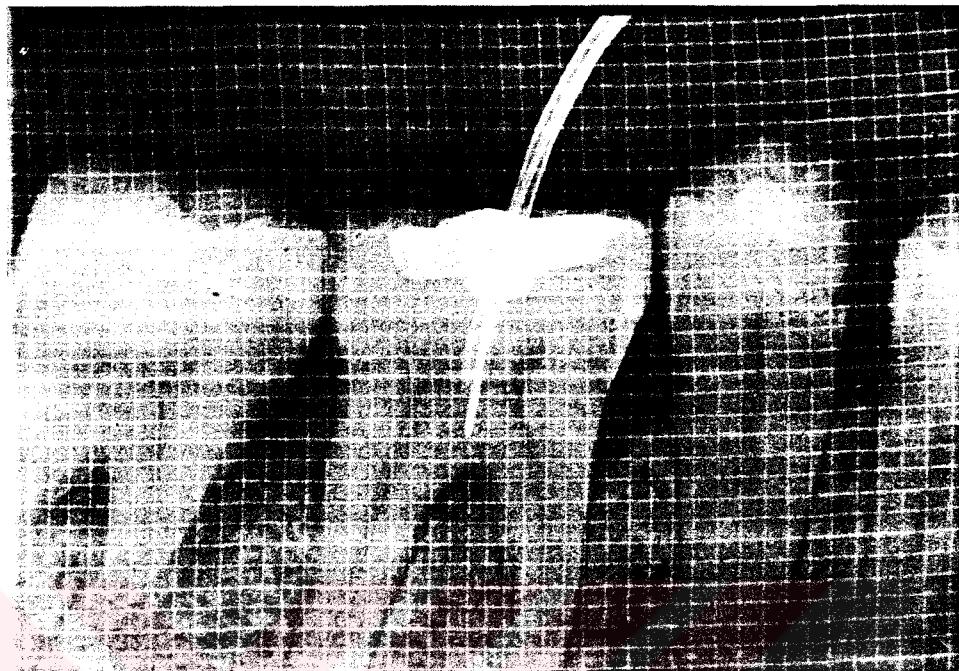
b: Kemik grafted grubunda aynı hastamızın tedavi sonrası 12.ayda alınan standart röntgeni.
